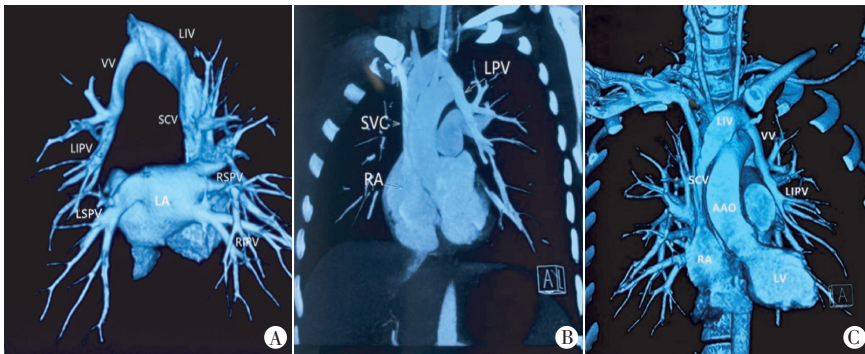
A、B、C:CT血管成像发现肺静脉汇合沿垂直静脉上行,回流入上腔静脉。LA:左房;RA:右房;LIPV、LSPV、RIPV、RSPV:左下肺静脉、左上肺静脉、右下肺静脉、右上肺静脉;VV:垂直静脉;LIV:左无名静脉;SCV:上腔静脉;AAO:升主动脉
